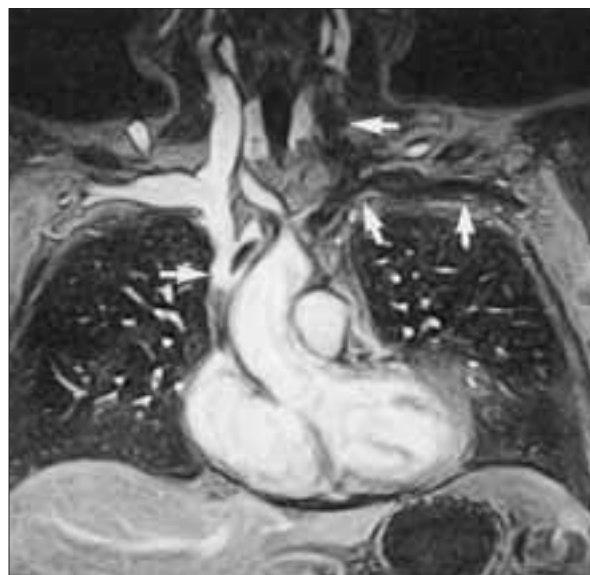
Flebografía de las venas centrales del tórax mediante resonancia magnética sin contraste paramagnético, en paciente con antecedente de catéter central en la subclavia izquierda. Se objetiva la presencia de trombo en la vena subclavia, yugular y tronco venoso braquiocéfálico izquierdos, llegando incluso a la vena cava superior (flechas).
